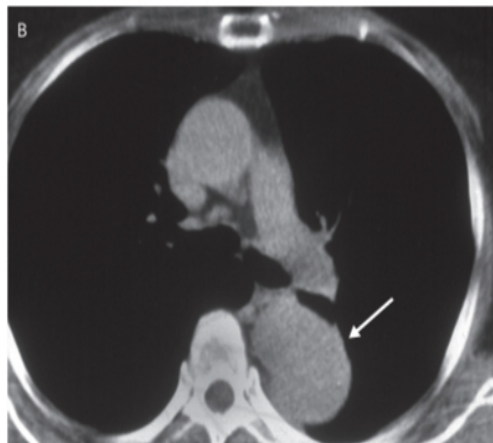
Imaging of Thoracic Aortic Aneurysm. A, Magnetic resonance angiogram (longitudinal view) shows a large ascending aortic aneurysm and moderate aortic regurgitation. B, Computed tomogram shows a saccular aneurysm in the mid descending thoracic aorta (arrow).
